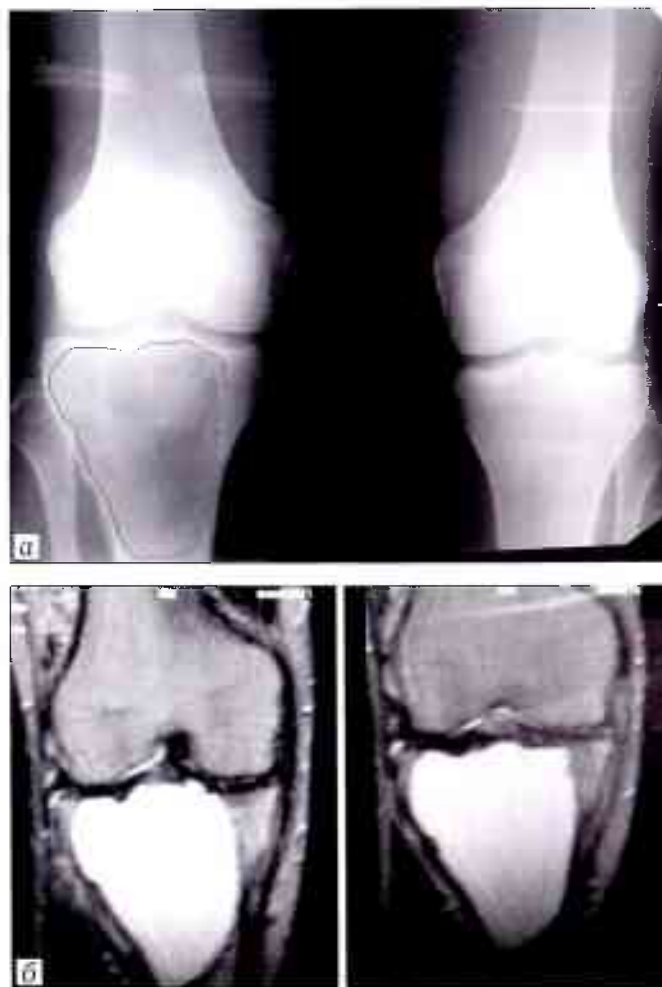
Рентгенограммы коленных суставов (а) и данные МРТ правого коленного сустава (б) пациента В. 30 лет при поступлении.
